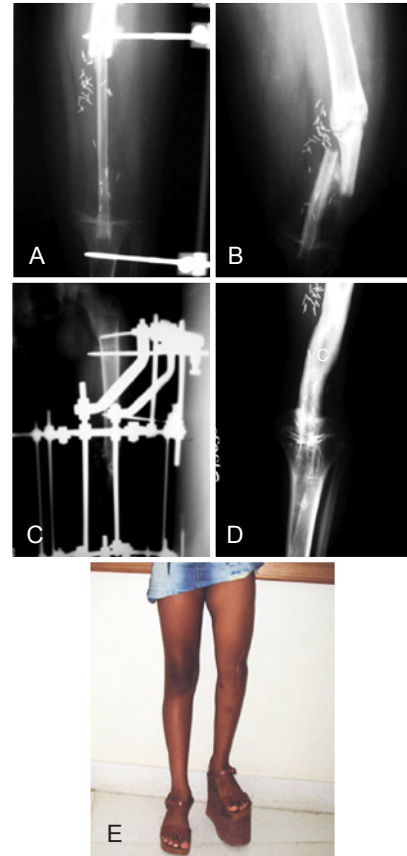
Caso 3. Em A, radiografia realizada no pós-operatório imediato de reconstrução de defeito de fêmur esquerdo e platô tibial com retalho livre de fibula. Em B, radiografia evidenciando fratura do retalho no pós-operatório tardio. Em C, radiografia após redução e fixação externa da fratura. Em D, radiografia demonstrando consolidação e hipertrofia do retalho. Em E, aspecto pós-operatório tardio.
